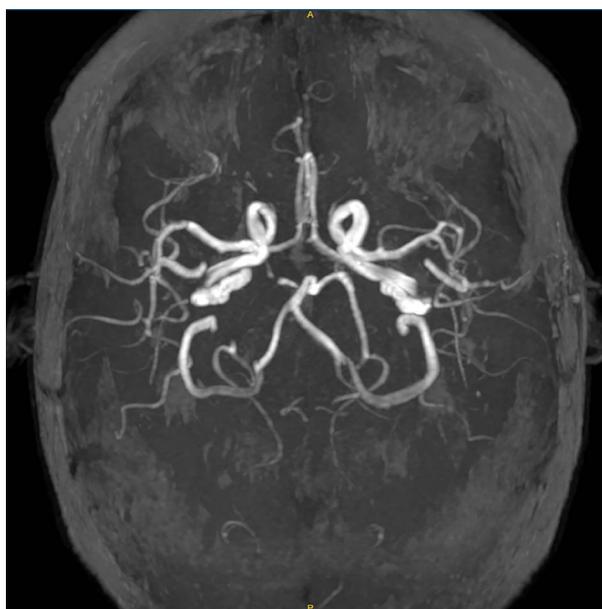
Angio-RM postratamiento. Luego de segunda embolización.
